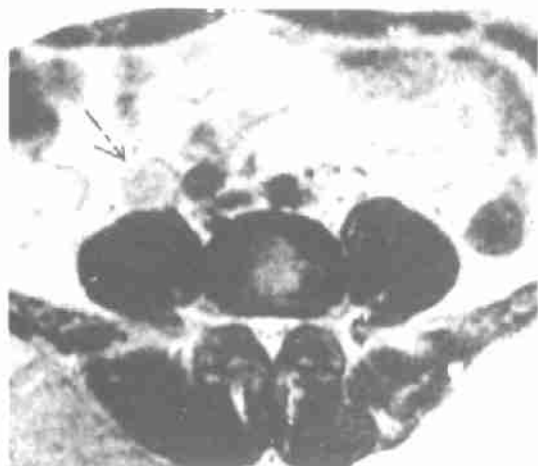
MRI横轴位T2加权像示右输尿管上段软组织信号肿块,强度与肾实质相仿。
